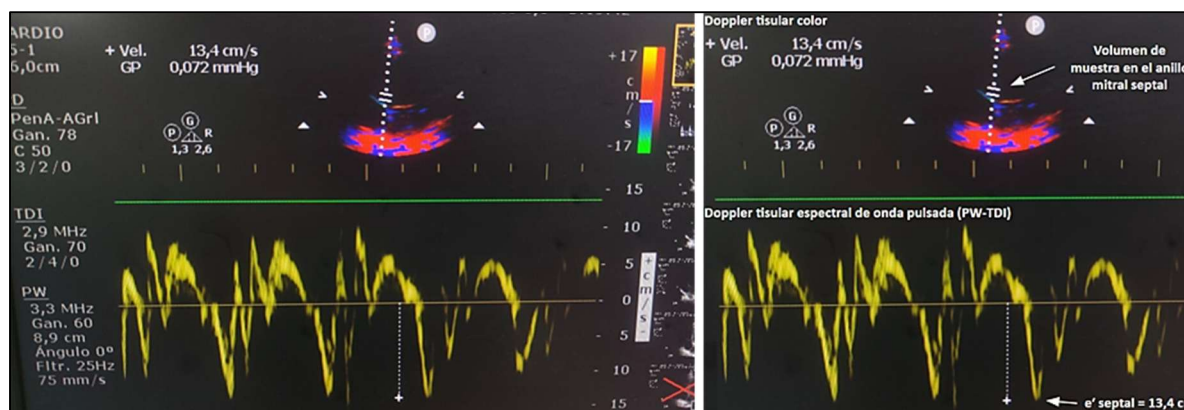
A. Doppler tisular del anillo mitral septal. El sector superior muestra el Doppler tisular color, utilizado para orientar la colocación del volumen de muestra sobre el anillo mitral septal. El trazado inferior corresponde al Doppler tisular espectral de onda pulsada (PW-TDI), que registra las velocidades longitudinales del anillo mitral durante el ciclo cardíaco. La flecha señala la onda e' septal, cuya velocidad fue de 13,4 cm/s. La preservación o elevación de la velocidad e' septal constituye, en el contexto clínico y ecocardiográfico apropiado, un hallazgo que apoya la presencia de fisiología constrictiva.
